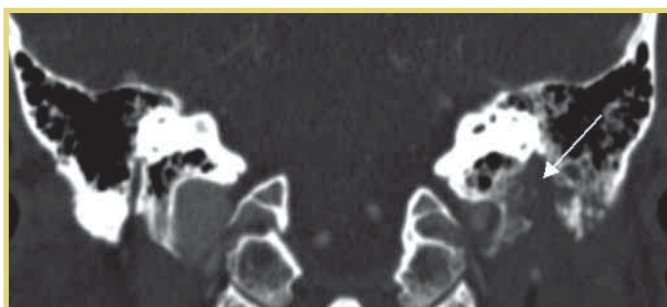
КТ головы и шеи пациента (наблюдение 3), коронарная проекция. Объемное образование с неровными контурами в области мастоидального сегмента ЛН и шилососцевидного отверстия правой височной кости (стрелка)
